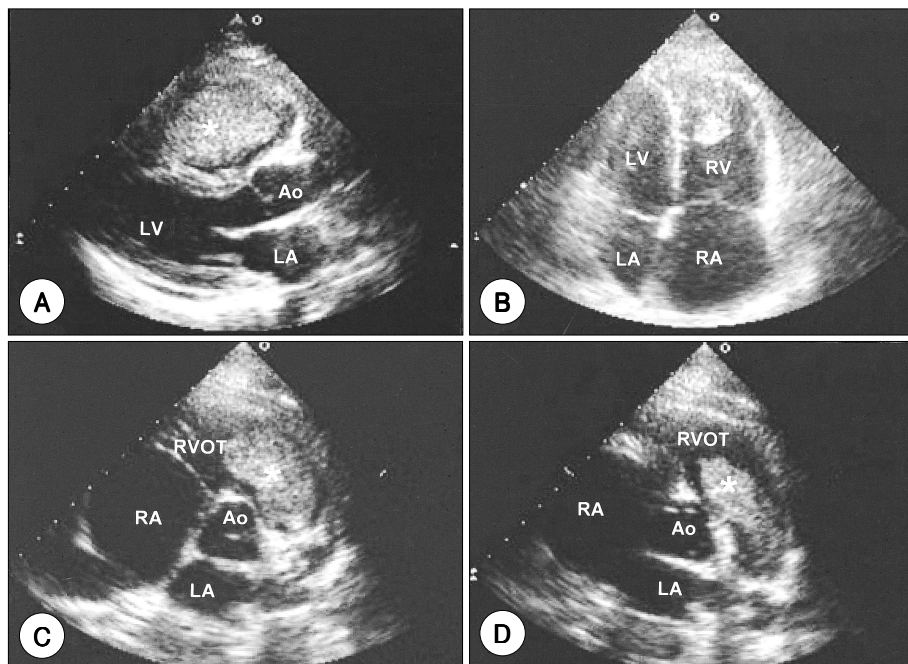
Transthoracic echocardiogram of parasternal long axis view (Panel A), apical 4 chamber view (Panel B), and parasternal short axis view (Panel C and D). A soft and friable echogenic mass was demonstrated in right ventricle (Panel A). Right atrium and ventricle were enlarged and right ventricle was hypertrophied (Panel B). The mass in right ventricular outflow tract (Panel C) was prolapsing into pulmonary trunk during systole (Panel D). Asterisk (*) denotes right ventricular myxoma, RV right ventricle, RVOT right ventricular outflow tract, RA right atrium, LV left ventricle, LA left atrium, and Ao Aorta.
